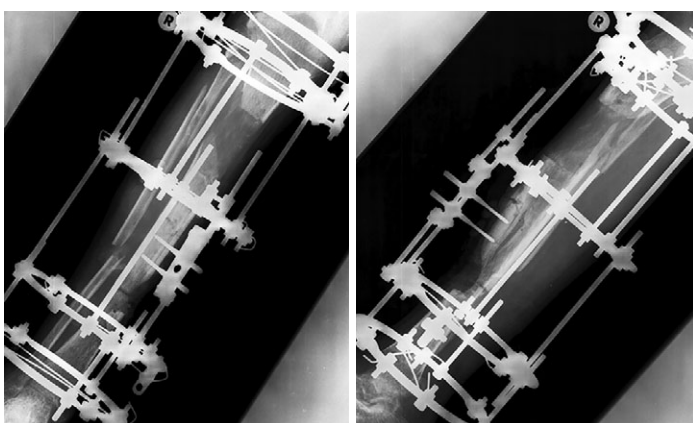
Рентгенограммы голени в прямой и боковой проекциях после формирования краевого «отщеп» большеберцовой кости
